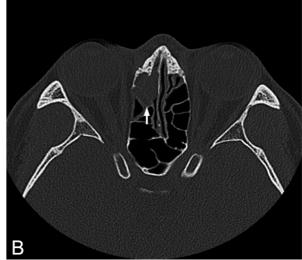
Preoperative non-enhanced CT images of the ethmoid sinus tumor. Sagittal view shows mass-like lesion in the anterior ethmoid sinus and sinusitis in the frontal sinus (arrow) (A). Axial view presents soft tissue density arising from the right anterior ethmoid sinus (arrow) (B).
